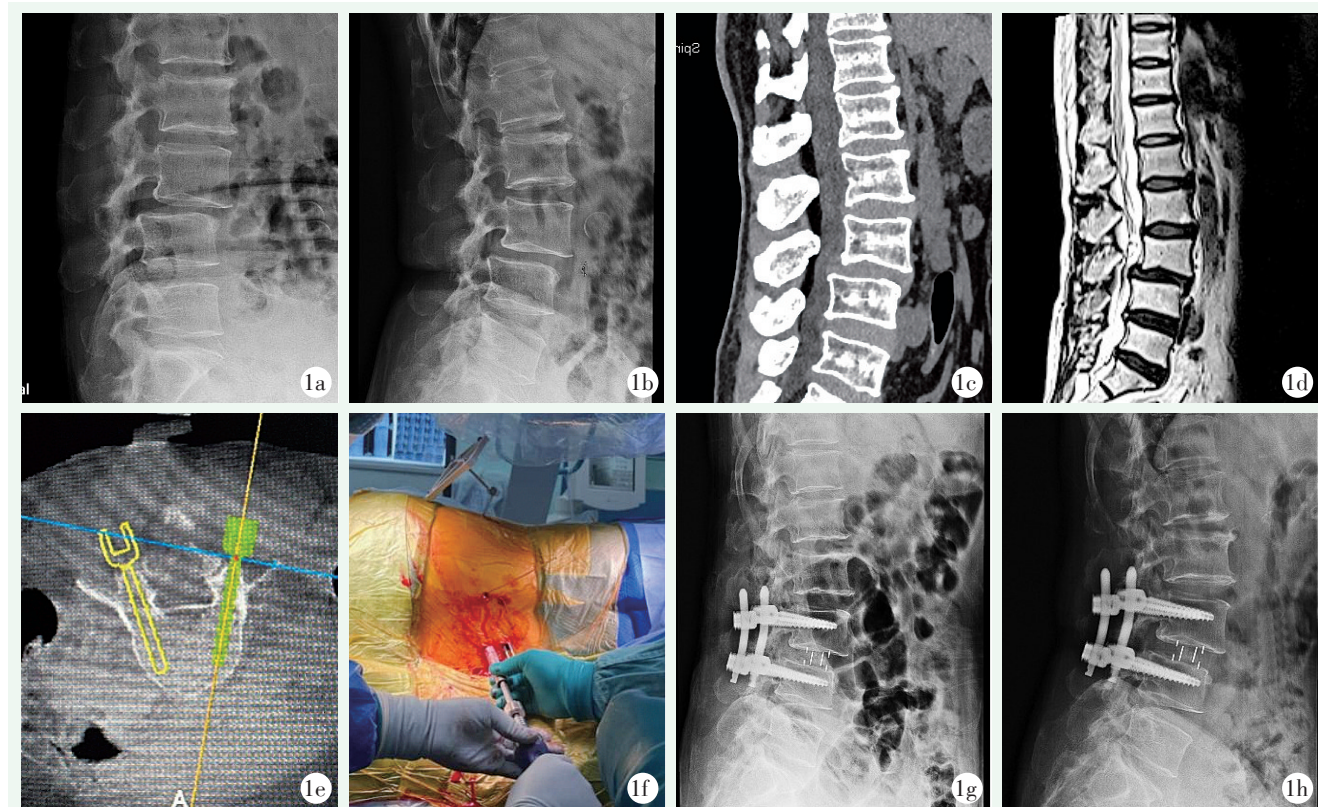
患者女性，63 岁。1a, 1b: 术前腰椎动力位 X 线片提示 L_{3/4} 滑脱；1c: 术前 CT 提示 L_{3/4} 滑脱；1d: 术前 MRI 提示 L_{3/4} 滑脱伴椎管狭窄；1e: 行机器人辅助单一体位 LLIF 手术，术中机器人操作台螺钉规划图；1f: 侧位下椎弓根螺钉固定；1g: 术后腰椎侧位 X 线片示 L_{3/4} 滑脱恢复，笼架及椎弓钉位置良好；1h: 术后 6 个月腰椎侧位 X 线片示内固定物稳定，位置良好。
